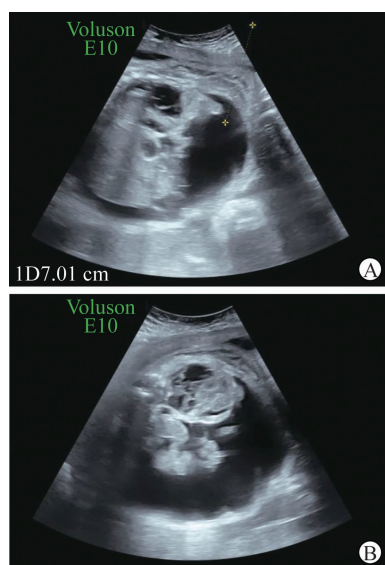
超声提示胎儿大量腹腔积液(其中 A 图测量径线为超声引导下胎儿腹腔穿刺定位距离体表的距离)。
